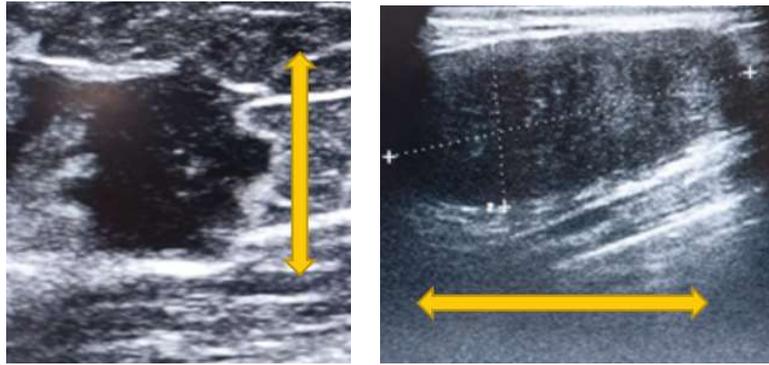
Orientation d'une masse par rapport à la peau en échographie mammaire.
